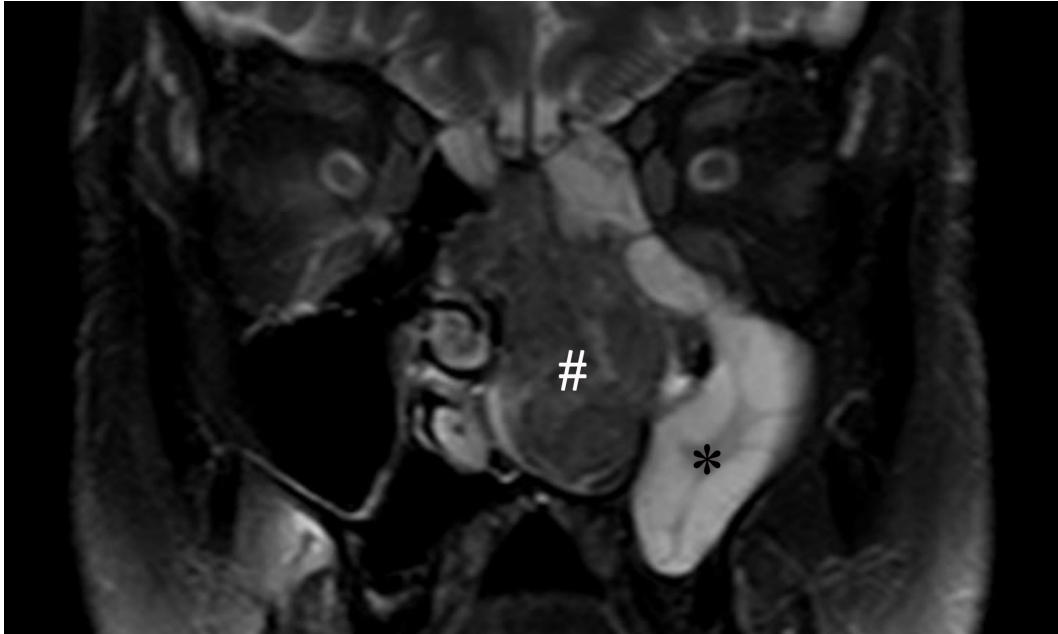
IRM du massif facial (séquence T2, coupe coronale ; Service de Radiologie, CHU de Limoges) d'une volumineuse tumeur ethmoïdo-nasale gauche (#) arrivant au contact du plancher des fosses nasales et de la lame criblée (sans extension endocrânienne), franchissant la ligne septale médiane au-dessus du plan des cornets moyen avec envahissement de l'ethmoïde droit, et respectant les orbites. A noter un aspect rétentionnel du sinus maxillaire gauche (*).
